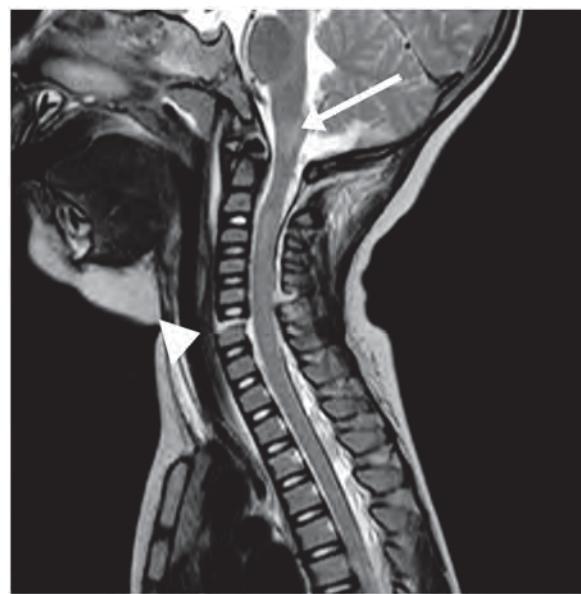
RM potenciada en T2 realizada al día siguiente de un accidente en la que se muestra una tumefacción medular cervical combinada con una intensidad de señal alta (C1-C3) (flecha) y una luxación de C5-C6 (punta de flecha). (De Inoue K, Kumada T, Fujii T, Kimura N: Progressive cervical spinal cord atrophy after a traffic accident, J Pediatr 180:287, 2017, Fig 1, p 287.)
